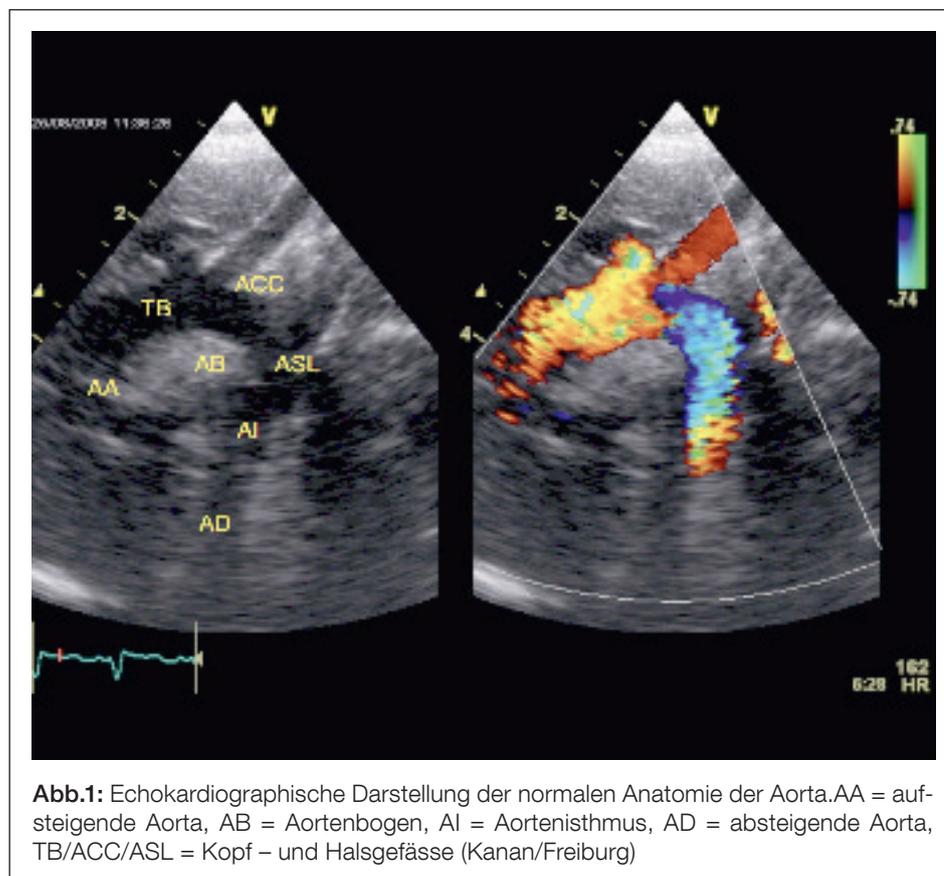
Echokardiographische Darstellung der normalen Anatomie der Aorta. AA = aufsteigende Aorta, AB = Aortenbogen, AI = Aortenisthmus, AD = absteigende Aorta, TB/ACC/ASL = Kopf- und Halsgefäße (Kanan/Freiburg)
